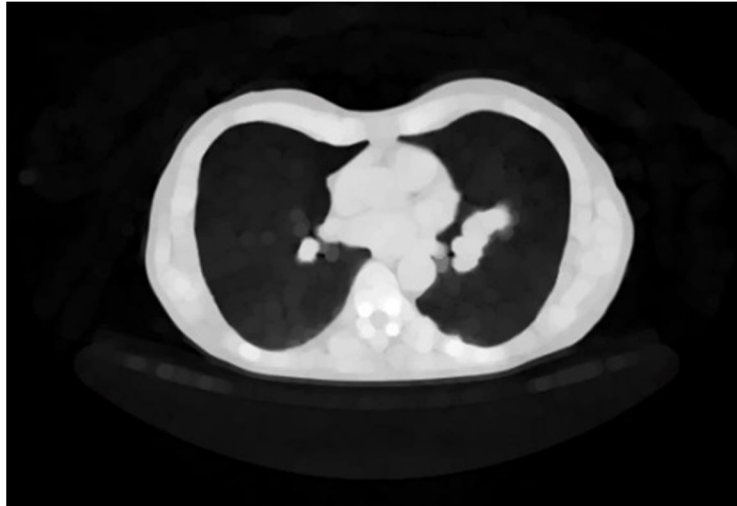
Eşitleme sonrası oluşan BT görüntüsü.
